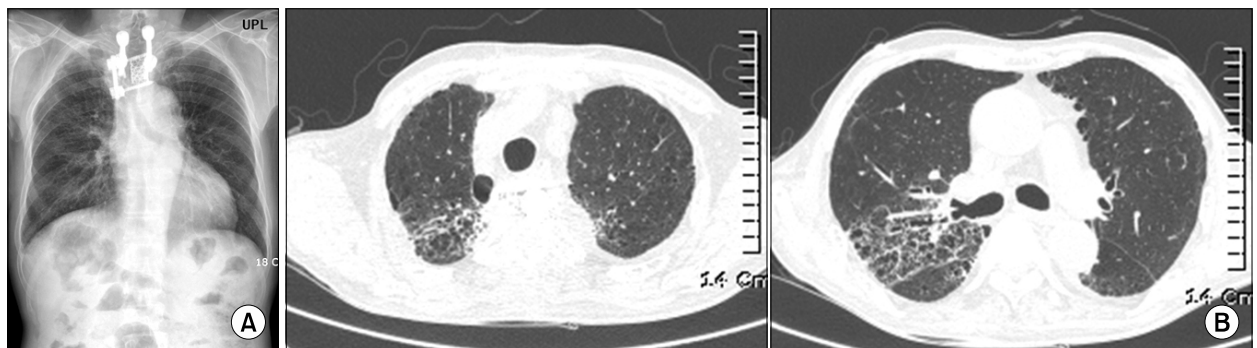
(A) After one month of treatment, follow-up chest radiography shows significant improvement in both lung lesions. (B) After 3-months, follow-up chest CT shows the nearly complete resolution of ground glass opacities with mild residual fibrosis in both upper lobes of lung.
